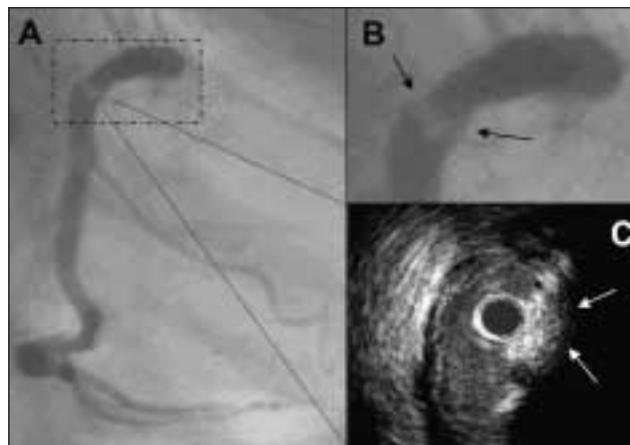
Panel A: coronografía derecha en oblicua anterior derecha de una paciente de 65 años ingresada por angor inestable de reposo. En su segmento proximal, coincidente con su primera incurvación se observa imagen de defecto de llenado intraluminal que se interpreta inicialmente como trombo. Panel B: la misma imagen (flechas negras) ampliada. Panel C: ecografía intracoronaria de la misma zona de la coronaria derecha mostrando placa excéntrica severamente calcificada (flechas blancas) produciendo un arco de casi 180° de sombra acústica.
